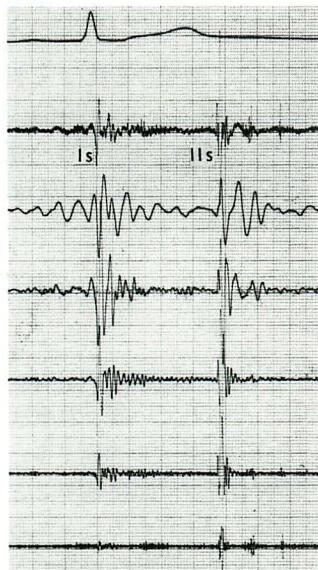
Color Doppler echocardiogram showing mild MR signals without phonocardiographic evidence of regurgitation.
